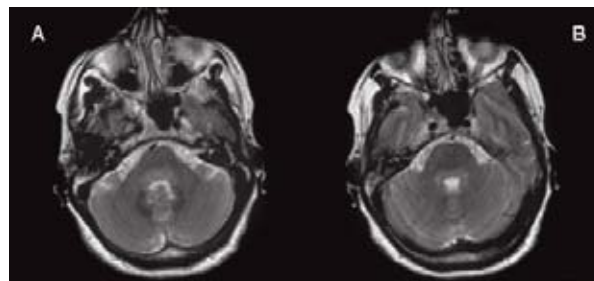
RM cerebral, sequência T2-TSE, mostrando hipersinal, ao nível da porção posterior do bolbo e protuberância. No estudo com contraste (não mostrado), não foram observadas captações anómalas.
